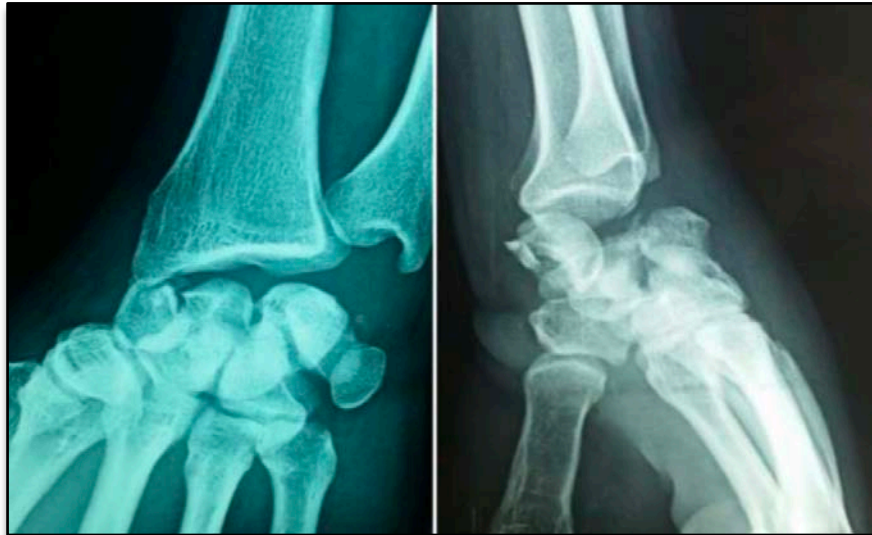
Radiographie de face et de profil montrant une luxation périlunaire pure à déplacement dorsal.
